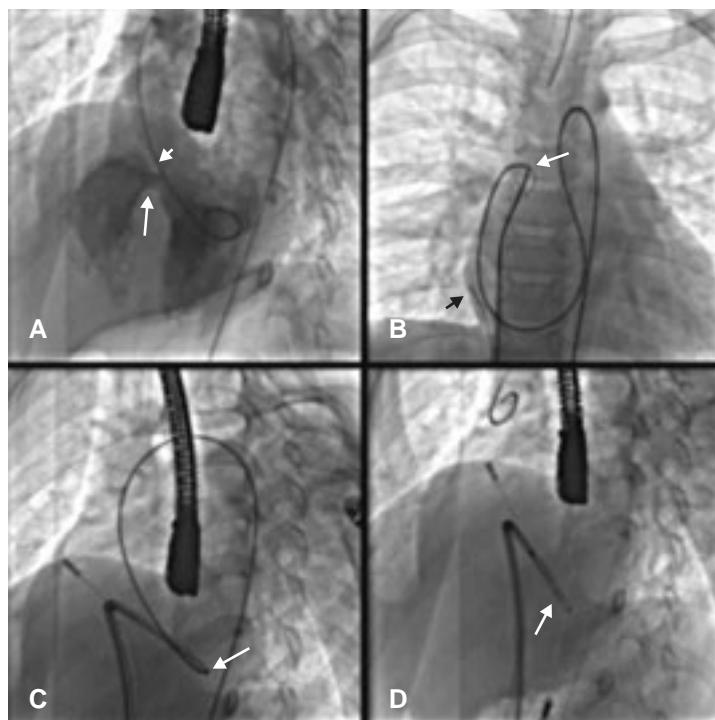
Secuencia de imágenes fluoroscópicas para demostrar la posición del sistema liberador. A) Ventriculografía izquierda en posición de 60° oblicua izquierda y 20° craneal. Se observa la comunicación interventricular (flecha) y la altura de la sigmoidea aórtica (cabeza de flecha). B) Posición postero-anterior en donde se observa el catéter Judkins derecho con la guía Noodlewire en su interior que pasó por la aorta en forma retrógrada y la CIV y se encuentra en la vena cava superior y la punta de la guía es tomada por el lazo (flecha) para completar el asa arteriovenosa. Puede verse la punta del catéter de ultrasonido intracardíaco (cabeza de flecha). C) En posición oblicua izquierda con craneal la punta del sistema liberador (flecha) se dirige con la ayuda de la guía y el catéter Judkins hacia la punta del VI. D) Posición final con el dispositivo dentro de la camisa lista para colocarse. Nótese el marcador radioopaco señalando hacia abajo (flecha).
